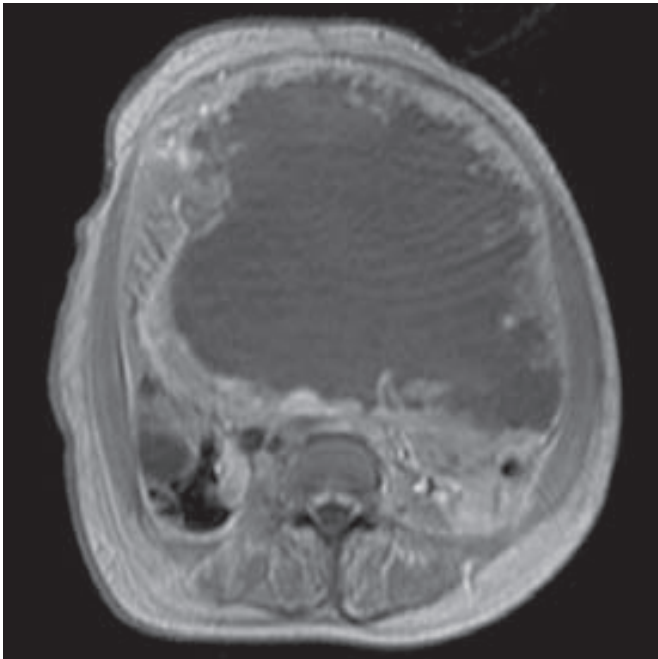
Imagen por tomografía computarizada (CT) de coriocarcinoma que invade el útero.
